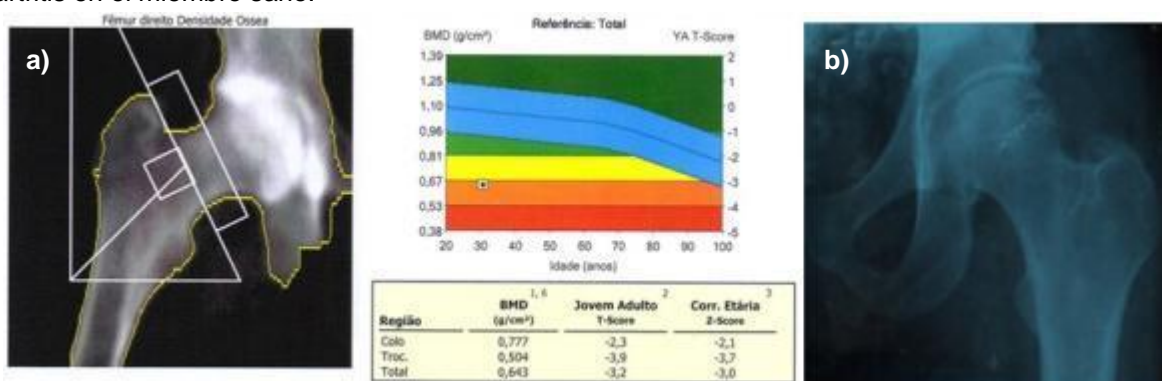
(a) Resultados de los ensayos de densitometría de un paciente de 30 años, 14 años de amputación exhibiendo osteoporosis significativa en el miembro amputado. (b) Radiografía del miembro no amputado del paciente mostrando ausencia significativa de daño articular.
